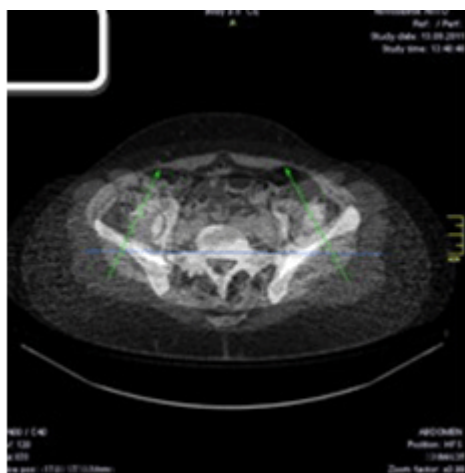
Изображение положения вертлужной впадины относительно оси крестца на МСКТ
